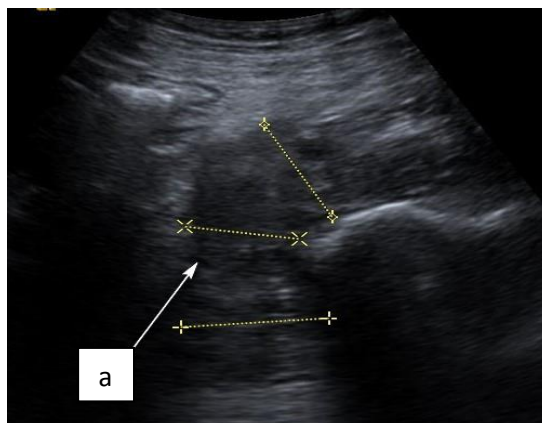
Ультразвуковая томограмма патологически измененных лимфатических узлов, сливающихся в конгломерат в правой подвздошной области: а) опухолевый конгломерат.
